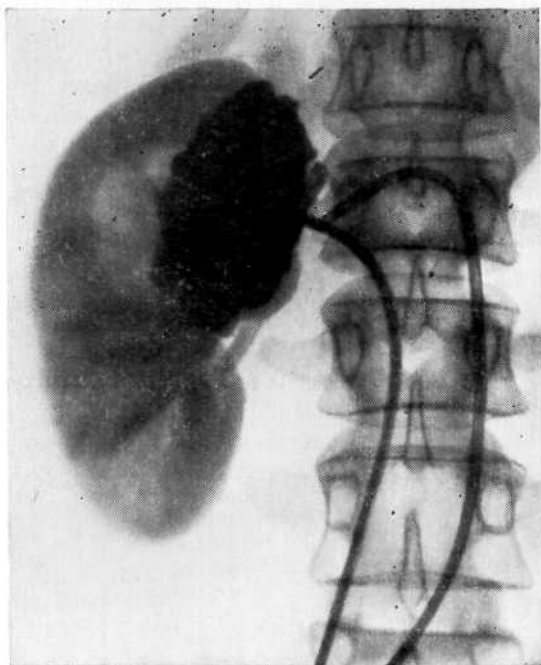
Экстравазация рентгеноконтрастного вещества при перфорации почечной вены при венографии.
